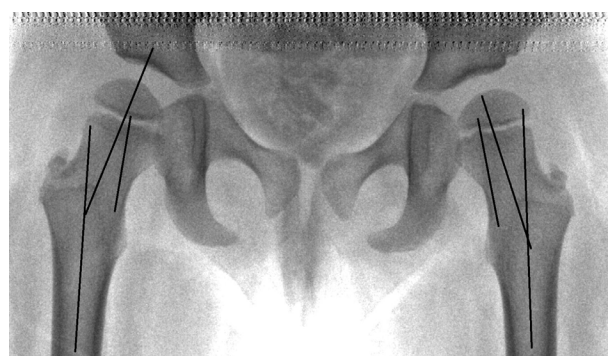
Обзорная рентгенограмма больной М. до оперативного вмешательства
